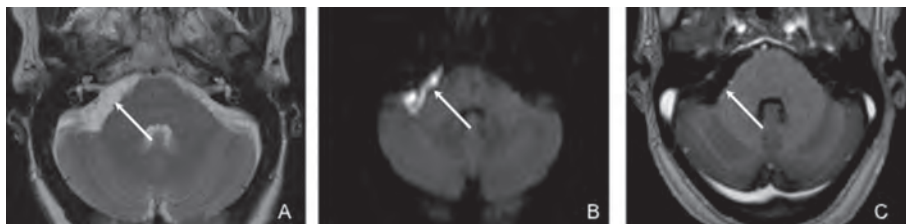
Kyste épidermoïde de l'angle ponto-cérébelleux D. IRM, coupes ax T2 (A), diffusion (B), T1 post Gd (C). Le kyste épidermoïde de l'apex pétreux droit (flèches) se comporte de façon similaire au cholestéatome. Il présente un hypersignal T2, un hypersignal franc en diffusion et ne se rehausse pas après injection de gadolinium.
